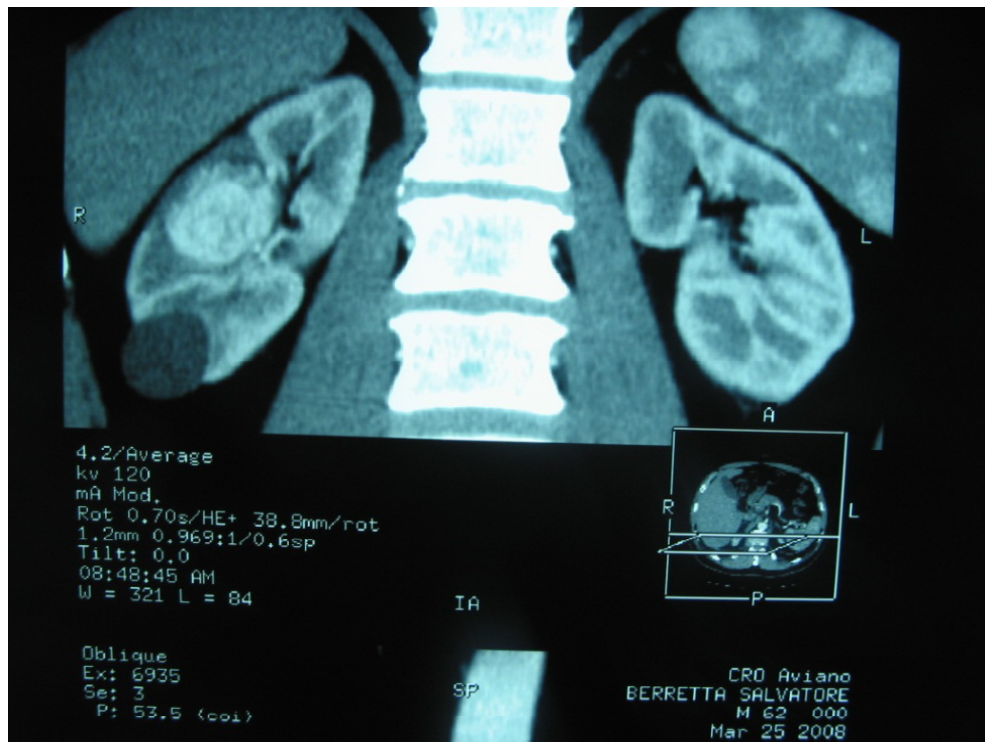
(caso 4) RMN (reperito di carcinoma mesorenale destro di 3 cm. e di cisti polare inferiore)
